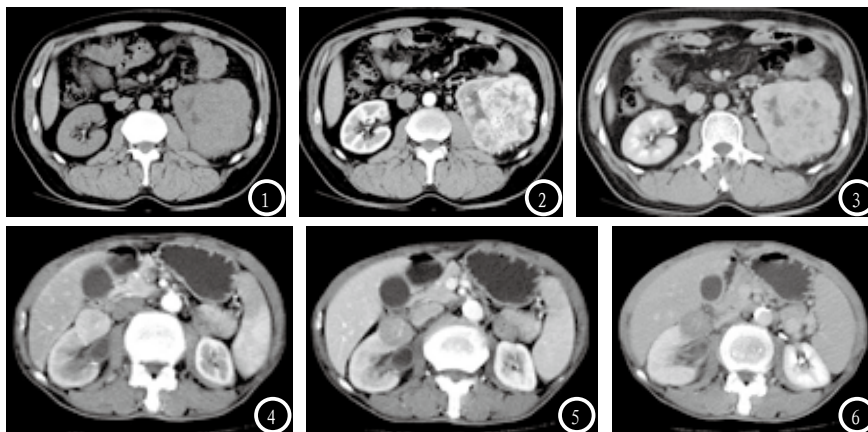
同一患者CT诊断图,左肾透明细胞癌。图1为CT平扫,左肾可见不规则等密度肿块,并致左肾外形扩大,局部隆起;图2为动脉期扫描,图3为平衡期扫描,增强扫描肾动脉期显示:肿块明显不均匀强化,分泌期肿块呈等密度,密度不均匀,其内可见小片状低密度坏死区。图4-6 同一患者CT三期增强扫描诊断图,右肾透明细胞癌。右肾可见类圆形肿块突出肾轮廓之外,CT增强动脉期肿块明显均匀强化,静脉期及平衡期病灶呈相对低密度灶。
